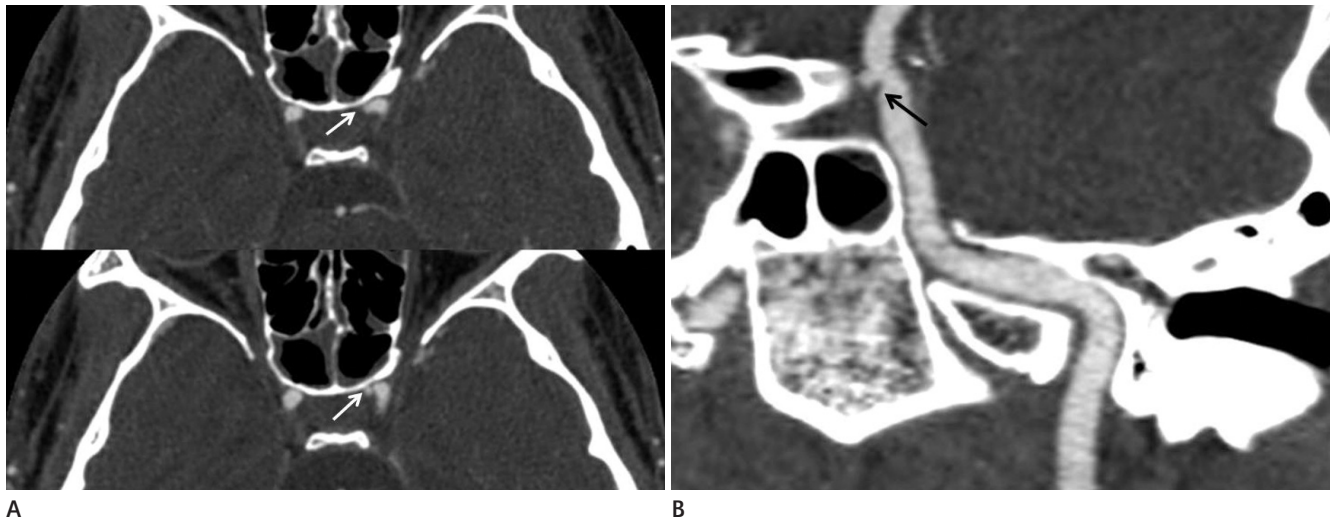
CT angiography. Axial images (A) (0.6-mm slice thickness) show medial wall aneurysm in the clinoid segment of the left internal carotid artery (arrows). Three-dimensional-reformation image (B) shows about 2.2×1.3 mm aneurysm and intimal flap (black arrow).
